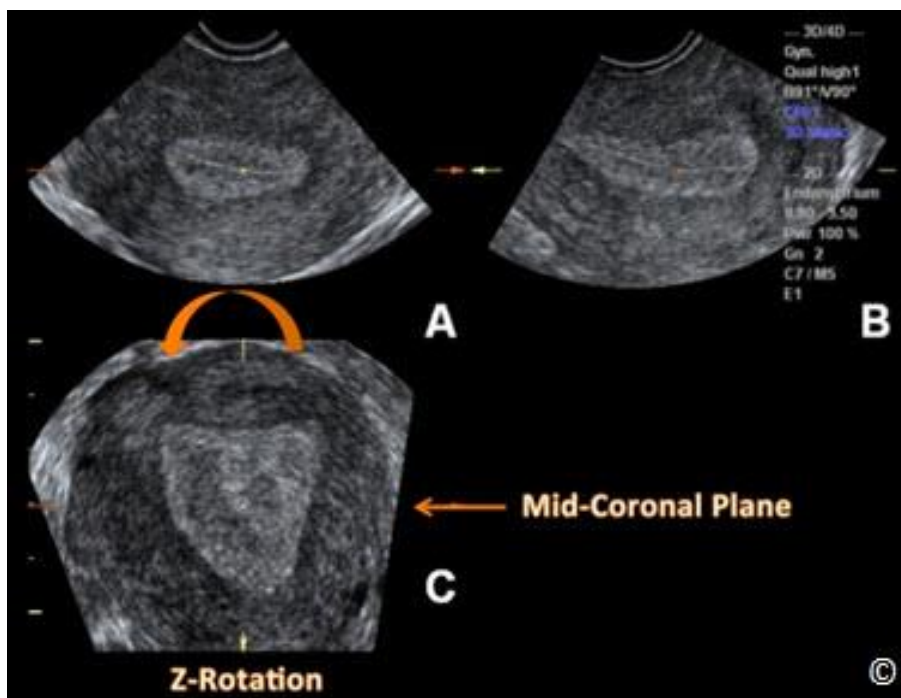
3D objem dělohy (též jako na Obrázku 11.22) zobrazený ve více rovinách. Druhým krokem techniky typu Z je srovnání podélné osy endometriální výstelky v rovině A s horizontální osou (přerušované šipky) otočením roviny A podél osy Z (zakřivená šipka). Bílá šipka a kroužek označují referenční bod/bod rotace. Upraveno se svolením institutu American Institute of Ultrasound in Medicine (21).
